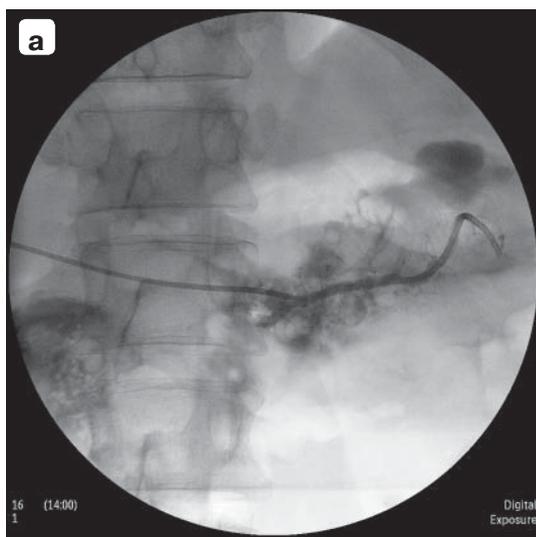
Рентгенограмма. Восстановление проходимости проксимального отдела ППЖ на каркасном дренаже. Стрелкой указана отломившаяся часть дренажа в остаточной полости кисты.
